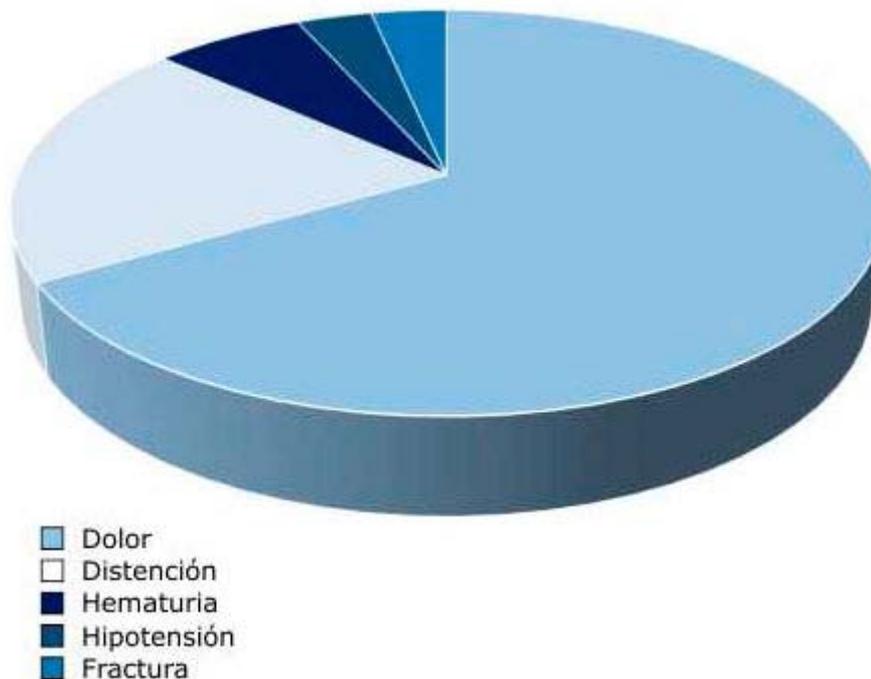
Condiciones clínicas que provocaron la realización de ultrasonido evolutivo.
